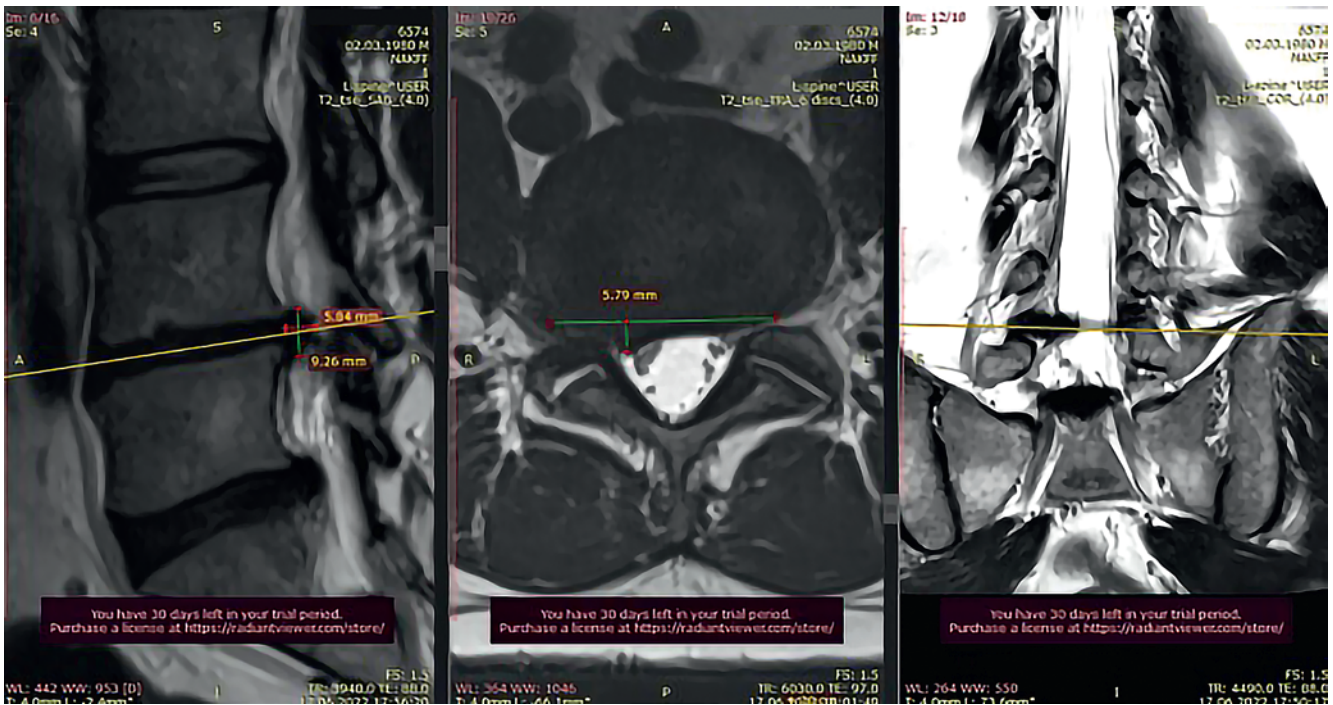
Магнитно-резонансная томограмма пациента К. на фоне лечения 17.04.2022 г.: А) саггитальный срез, В) аксиальный срез на уровне межпозвоночного диска L₄-L₅, С) фронтальный срез
